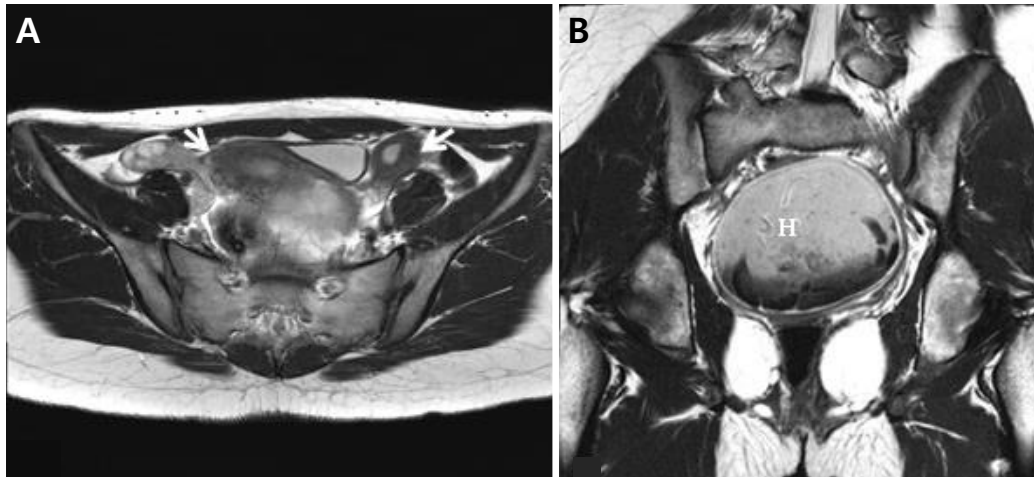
Selected MRI images of case 2. (A) The axial MR image shows two uteri (arrows). (B) The coronal MR image shows hematocolpos (marked as H) which is slightly hypointense on T2-weighted image. MRI, magnetic resonance imaging; MR, magnetic resonance.
